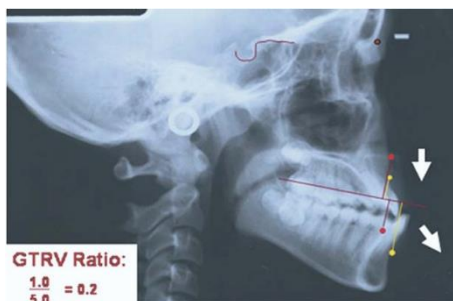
Exemplificação do cálculo de GTRV, com base nas medições efetuadas na radiografia cefalométrica. Imagem retirada de (Ngan et al., 2006)
